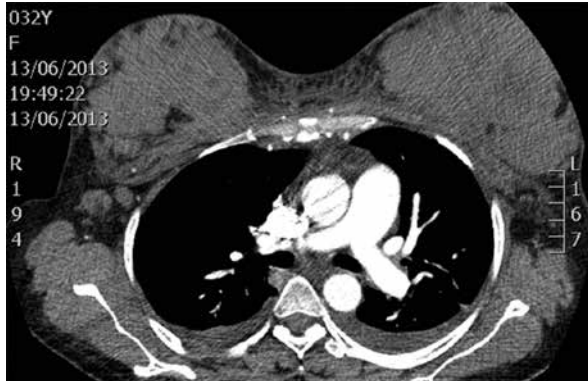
TC de corte coronal, evidencia una alta densidad de ambos senos.
